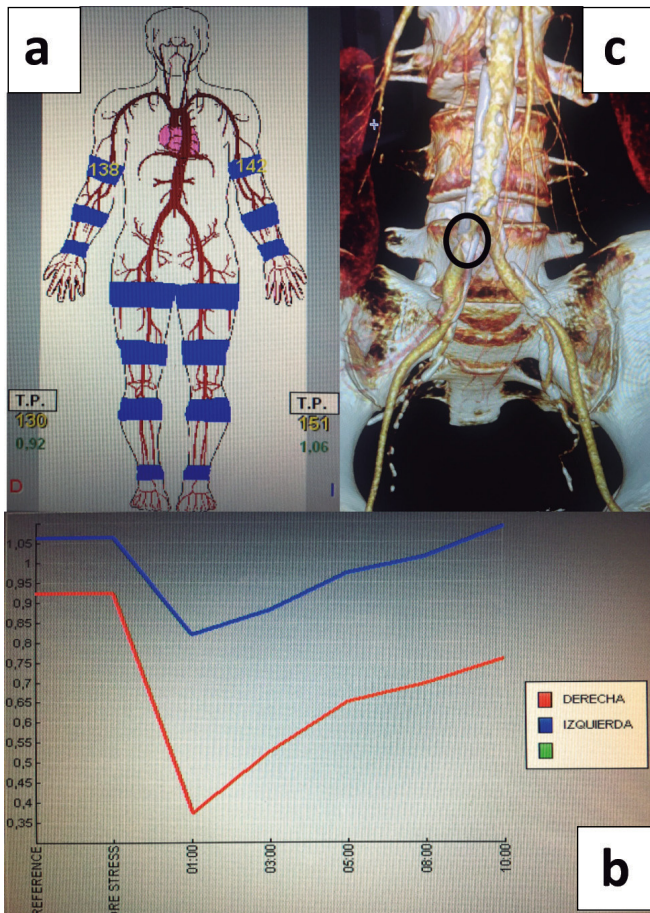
Pruebas complementarias. Estudio hemodinámico basal (a), claudicometría (b) y angio-TAC (c).
